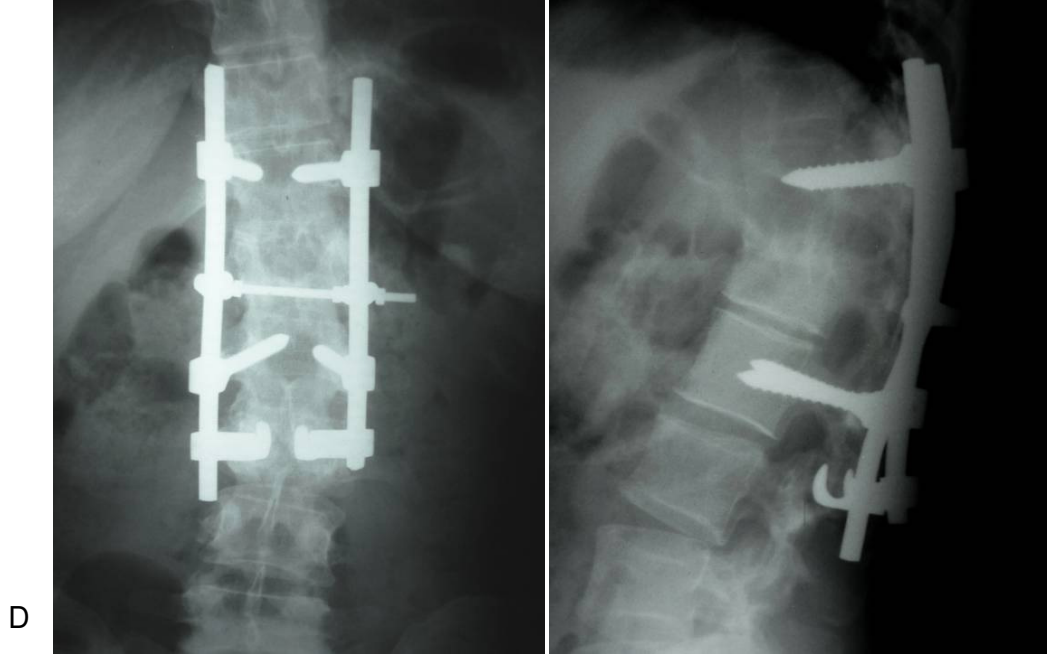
Tip A kırık örneği. A: Preoperatif radyografiler, B-C: Sagittal ve transvers planda MRG, D: Bilgisayarlı tomografi kesitleri E: Postoperatif 5. yılda radyografileri.
